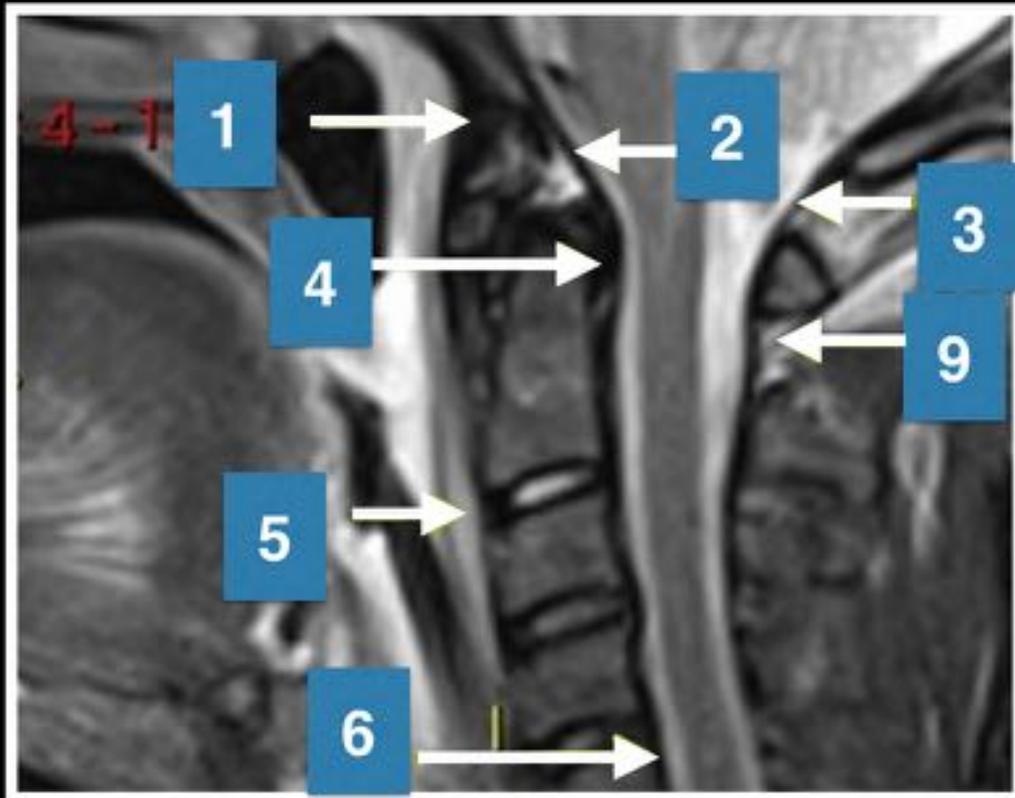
RM sagital potenciada en T2 de la articulación atloaxoidea. 1- Membrana atlanto-occipital anterior. 2- Membrana tectoria. 3- Membrana atlanto-occipital posterior. 5- Ligamento longitudinal anterior. 6- Ligamento longitudinal posterior. 9- Membrana atlantoaxial posterior.
